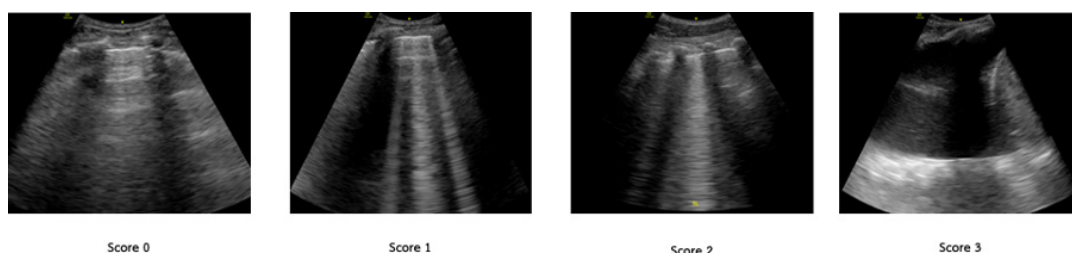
The grading of lung ultrasound scores from best to worst (0-3).
